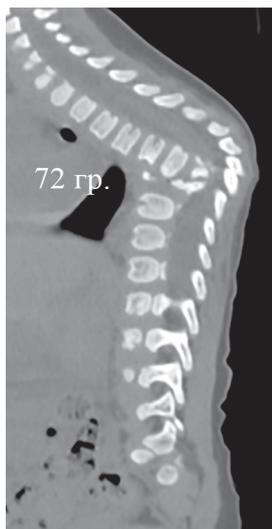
Последствия сепсиса: грубая кифотическая деформация; КТ, сагиттальный срез: субтотальная деструкция Th7-Th10, кифоз 72°, стеноз позвоночного канала
